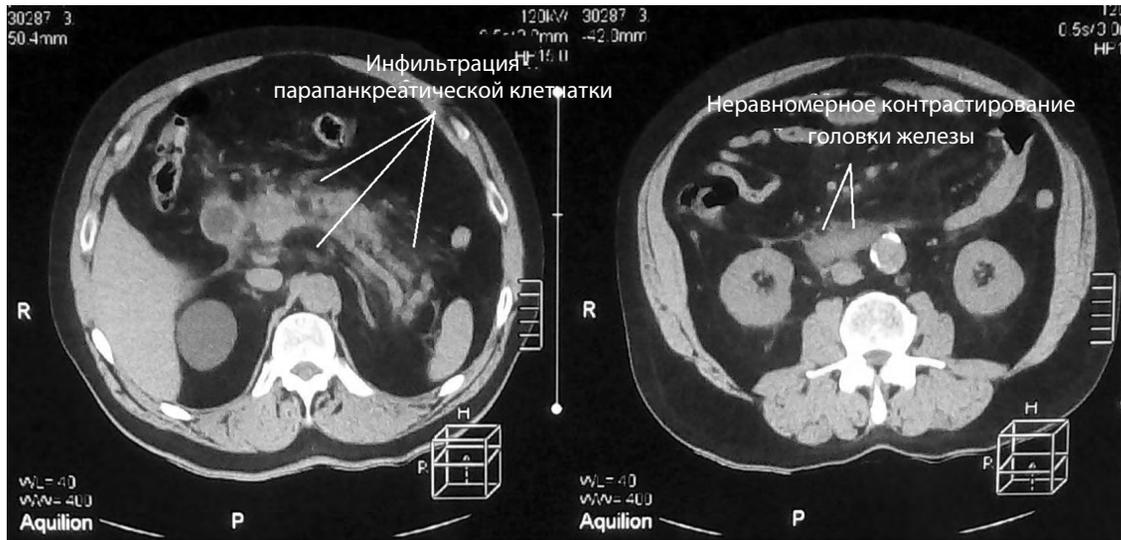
КТ брюшной полости больного М. от 21.09.2017 г. (1-е сут болезни)
